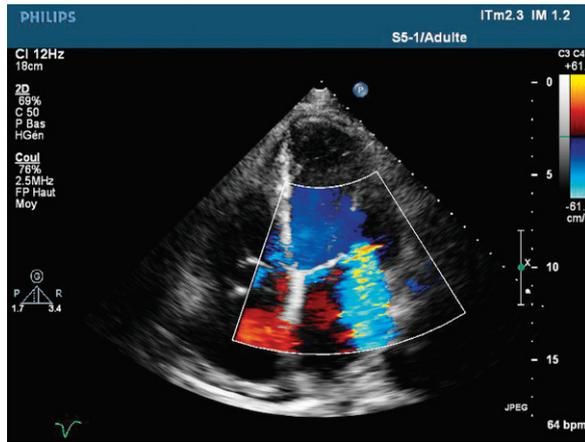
Échocardiographie couplée au doppler couleur : présence d'un jet dans l'OG en systole traduisant la régurgitation mitrale en incidence apicale 4 cavités.
